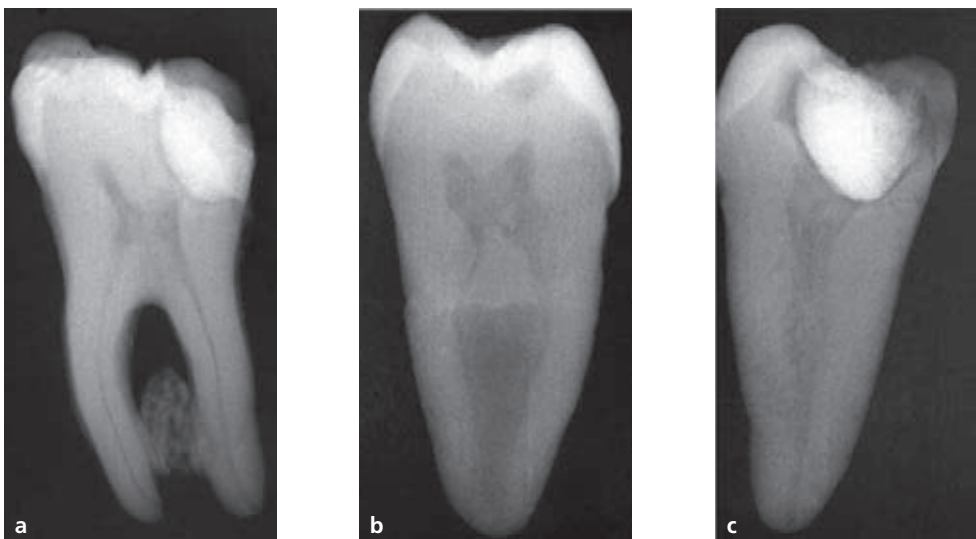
Molare inferiore: l'immagine radiografica con proiezione tradizionale (a) e le immagini delle singole radici dopo sezione; la mesiale (b) e la distale (c), sono viste in proiezione mesio-distale.
